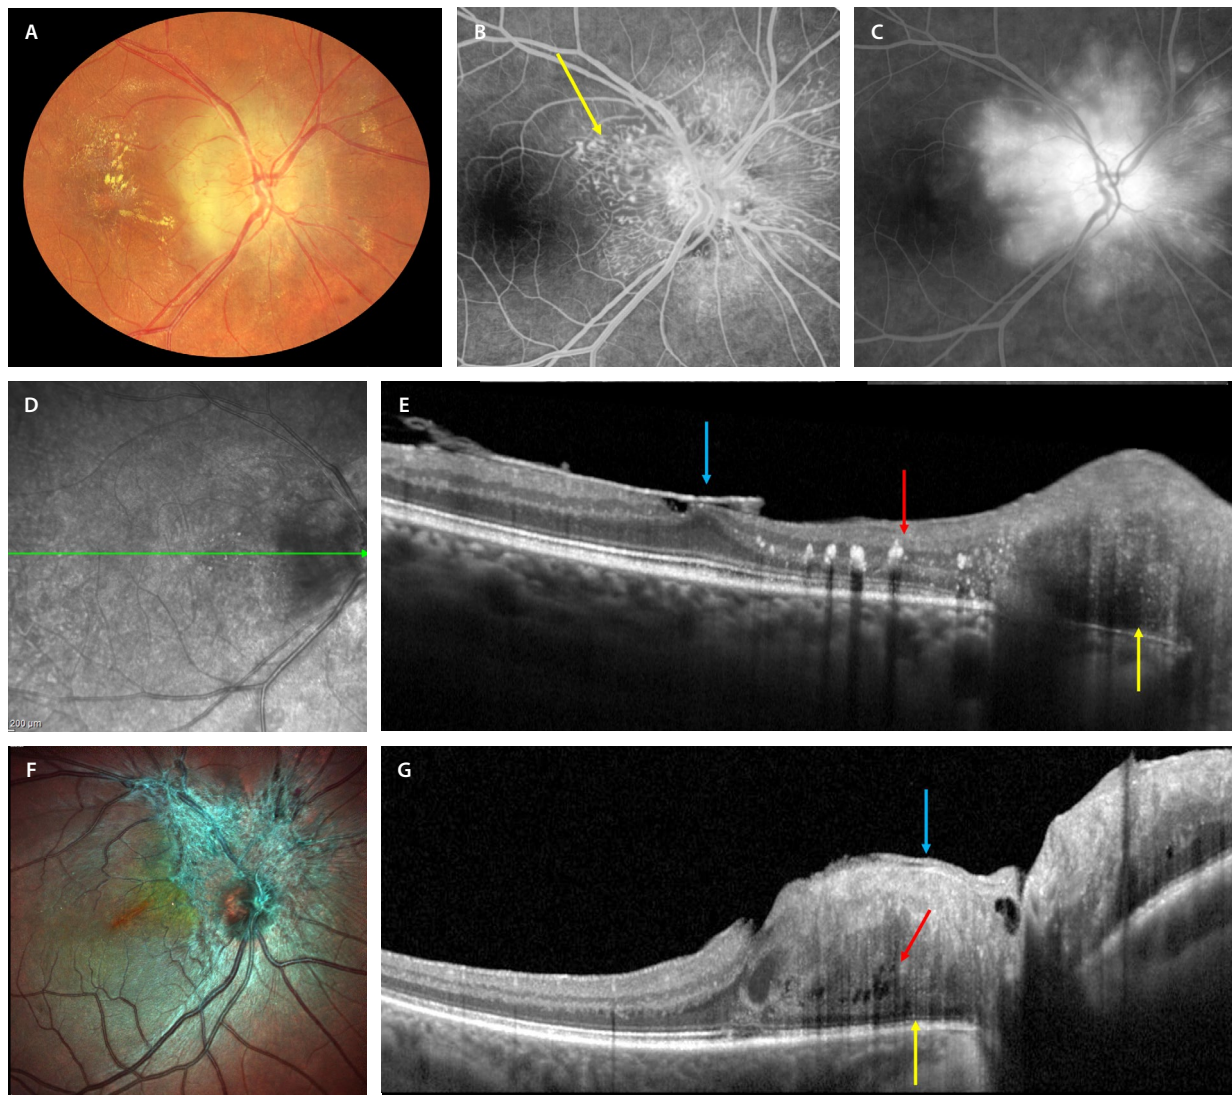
Hamartoma combinado del epitelio pigmentario de la retina peripapilar. A) Retinografía que muestra una lesión amarillenta marronácea peripapilar con cambios microvasculares en su interior y que derivan en cambios exudativos con una circinada macular. B) En la angiografía con fluoresceína, estos cambios microvasculares intrínsecos en la lesión se identifican con cambios telangiectásicos hiperfluorescentes en tiempos precoces (flecha amarilla) y fuga significativa en tiempos tardíos (C). E) El corte de la tomografía de coherencia óptica corresponde a la flecha verde en D y demuestra una lesión de reflectividad heterogénea peripapilar que afecta a todo el grosor de la retina y a las capas externas y al epitelio pigmentario de la retina (flecha amarilla). Asocia exudados duros en la capa plexiforme externa (flecha roja) y una gliosis prerretiniana (flecha azul). F) Imagen multicolor de otro caso de hamartoma combinado del epitelio pigmentario de la retina peripapilar que destaca la gran gliosis que acompaña a estas lesiones. G) La tomografía de coherencia óptica muestra una lesión desorganizada que afecta a todas las capas de la retina, con afectación de las capas externas de la retina (flecha amarilla) y gliosis prerretiniana (flecha azul). Característicamente, asocian cavitaciones intralesionales (flecha roja).
